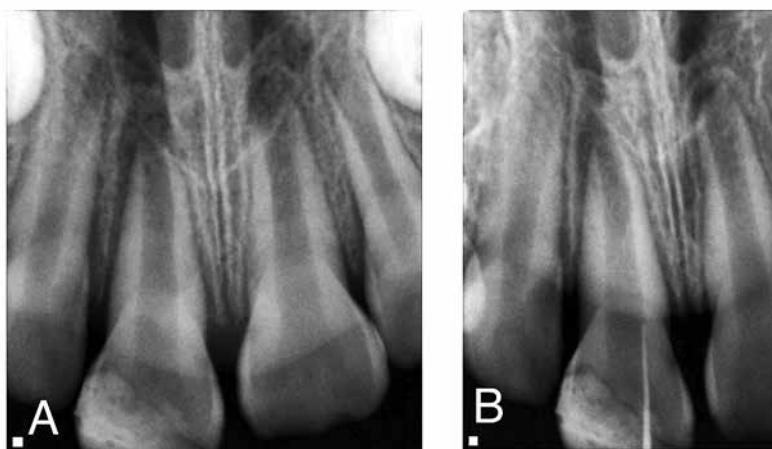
Urgencia posgrado de Endodoncia A: Radiografía inicial, B: Fistulografía
